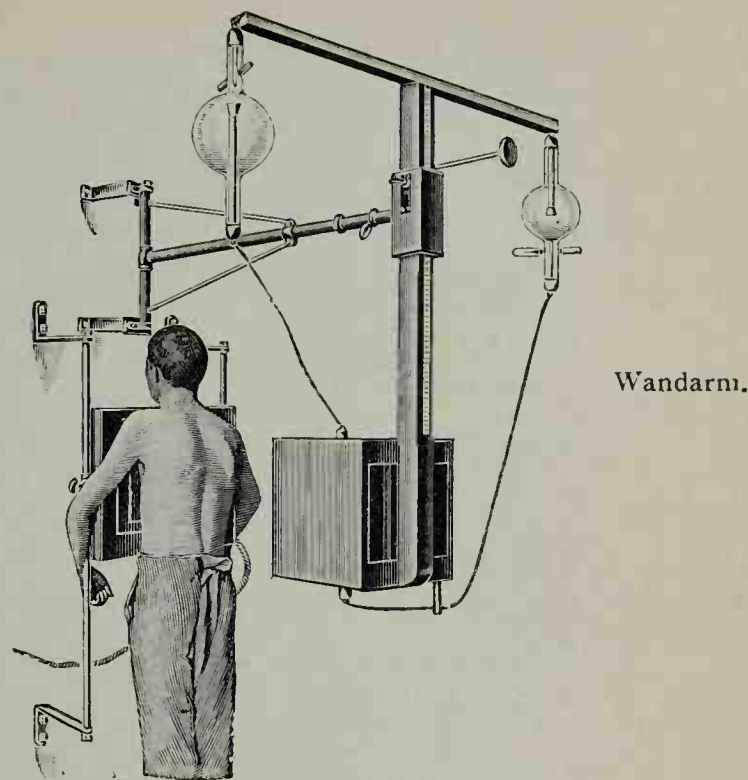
Aufnahme eines dorsoventralen Thoraxröntgenogrammes.
